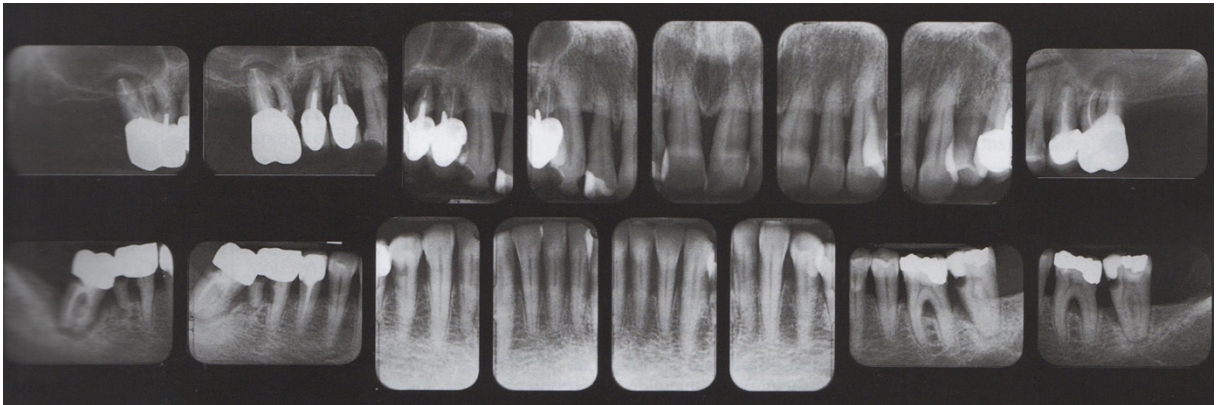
Clichés radiographiques d'une parodontite chronique (16).
